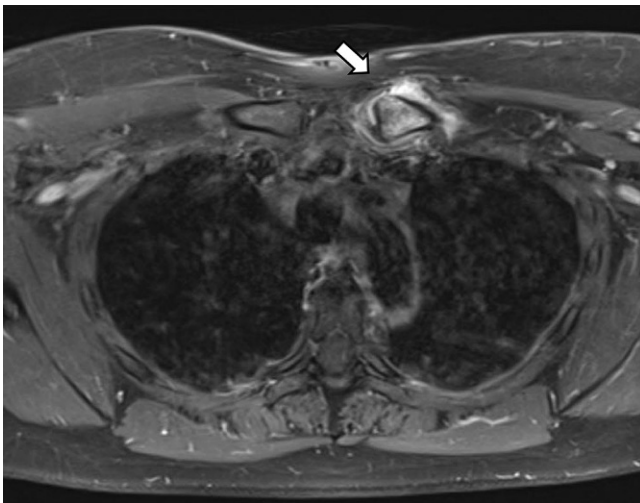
◀ Unilaterale sternoklavikuläre Arthritis mit knöcherner Auftreibung der Clavicula (MRT)
